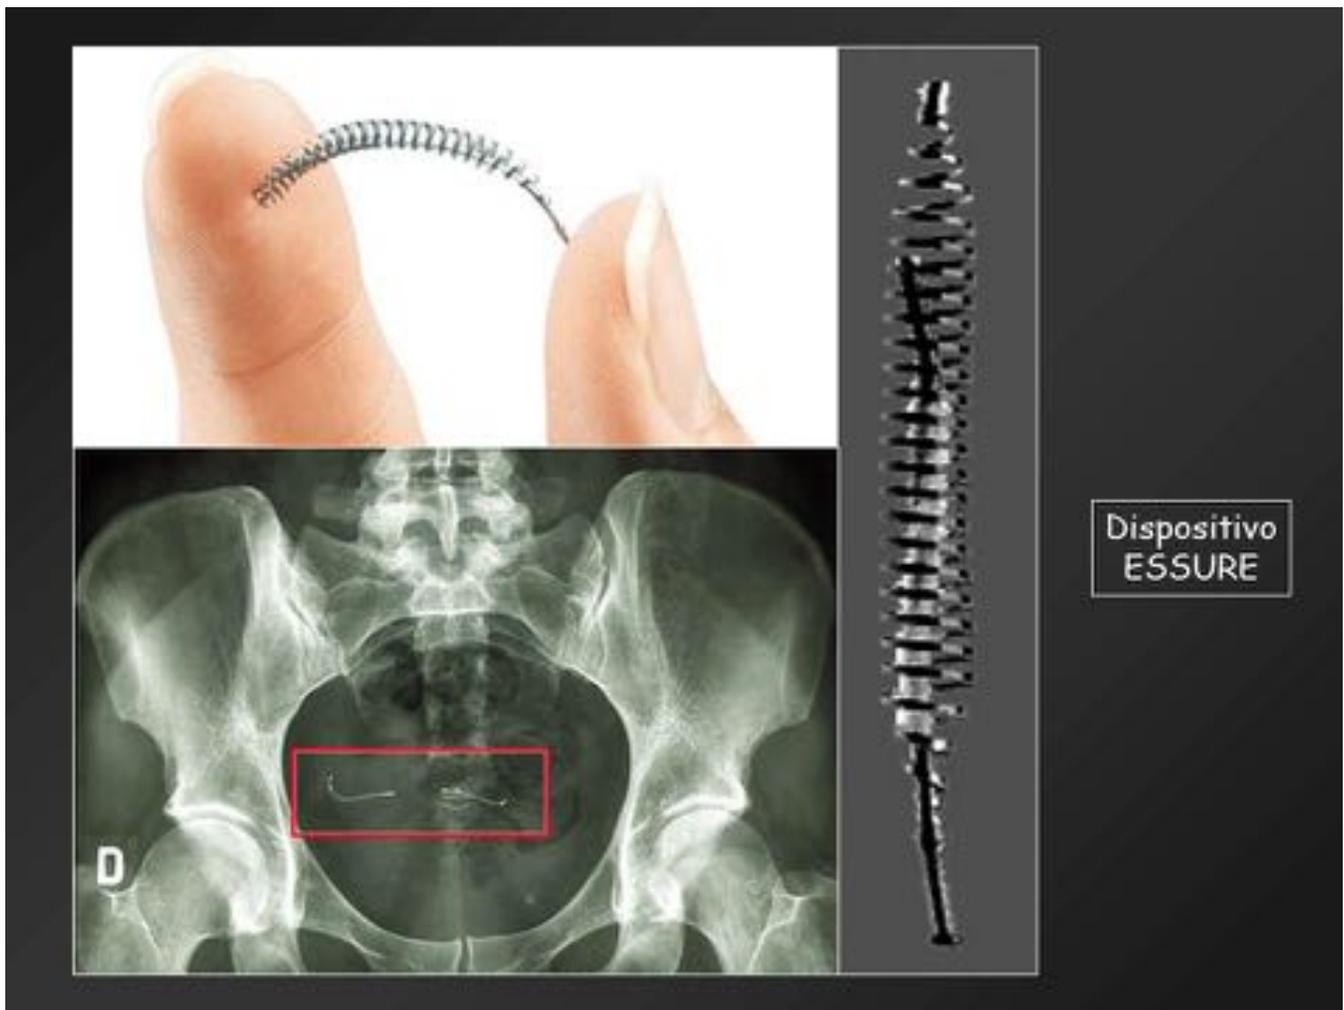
Dispositivo contraceptivo ESSURE (dispositivos RM compatibles)
